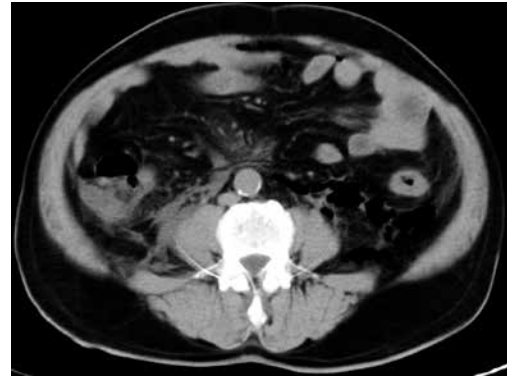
TC multicorte sin contraste: neumoperitoneo y neumoretroperitoneo.
